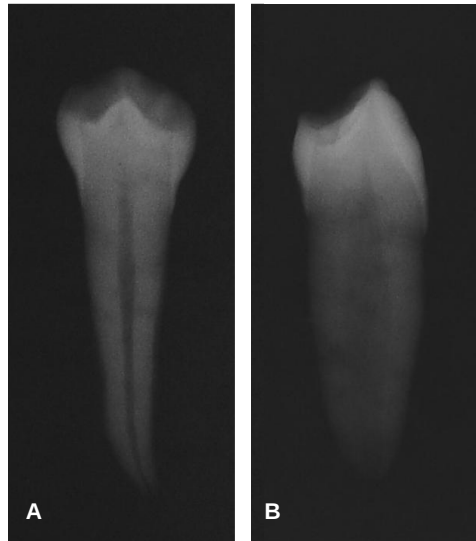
Radiografia em sentido vestibulo-lingual (A) e mesio-distal (B) de pré-molar inferior, confirmando a presença de canal radicular único. Fonte: O autor.
